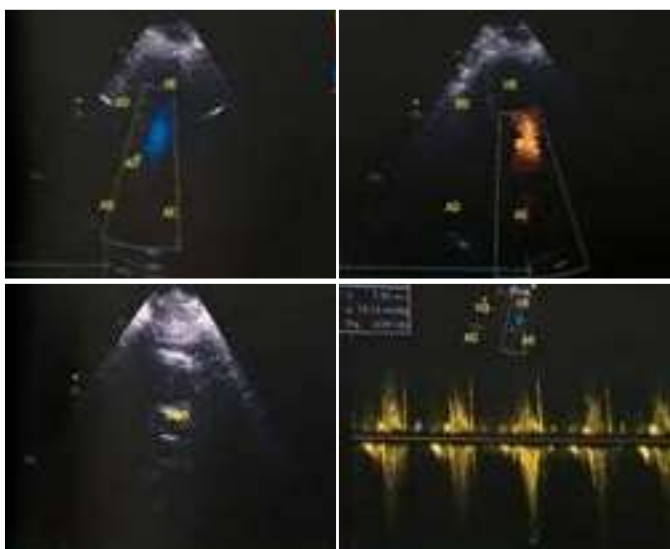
Ecocardiograma e Doppler demonstrando hipertrofia miocárdica concêntrica; disfunção diastólica grau um; calcificação focal da valva aórtica e estenose discreta.
